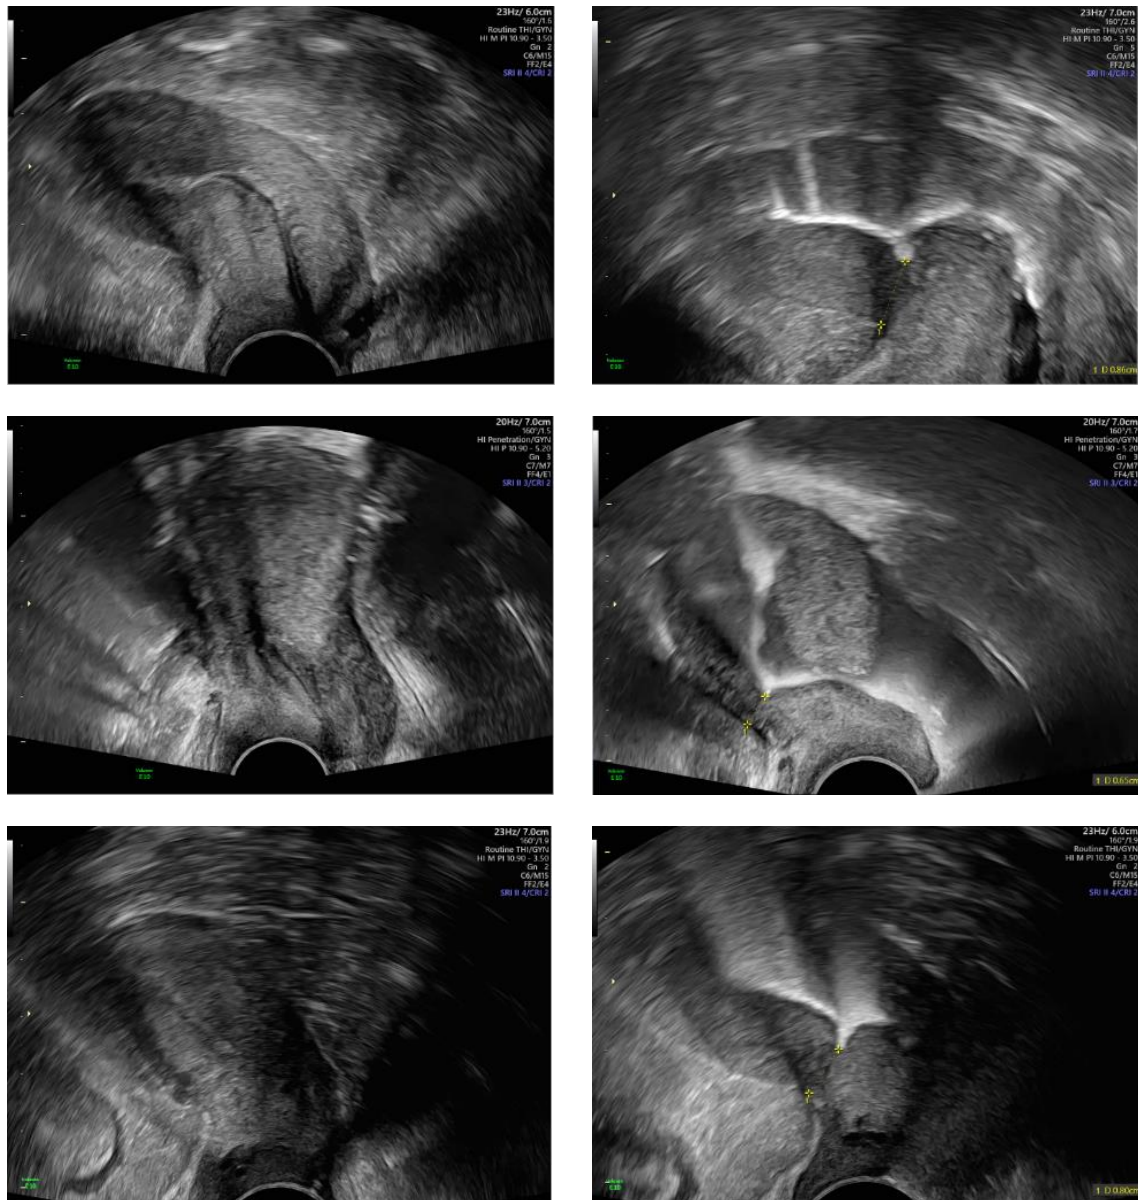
Sonographische Bilder der Uteri mit Nachweis einer Nische
